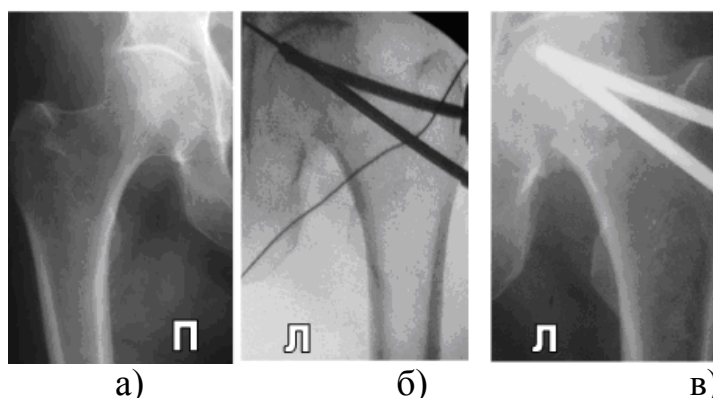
Рентгенограмма больной Ш. (и/б №106050)
